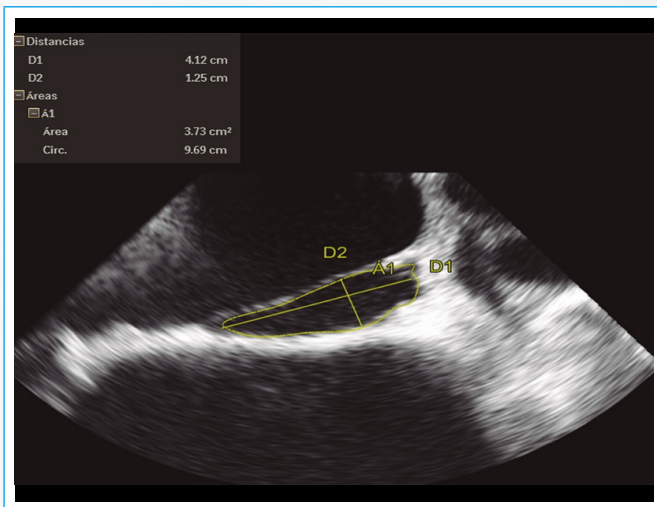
Ecocardiografía transesofágica. Mediante ecocardiografía tridimensional se estimaron las siguientes dimensiones del defecto: diámetro mayor de 4,32 cm, diámetro menor de 1,25 cm y un área de 3,73 cm²
